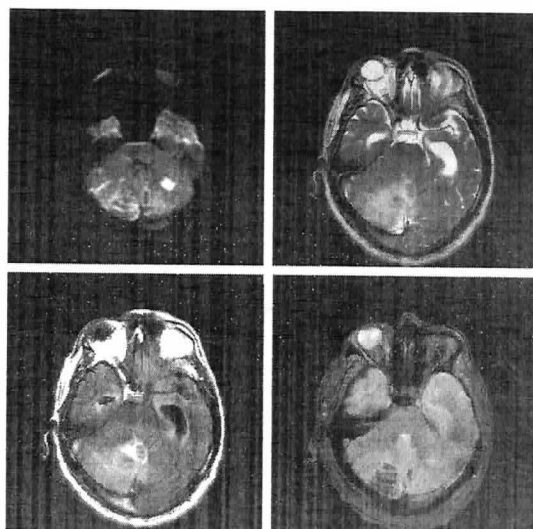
RMN secuencias difusión, T2, FLAIR y GRE.
